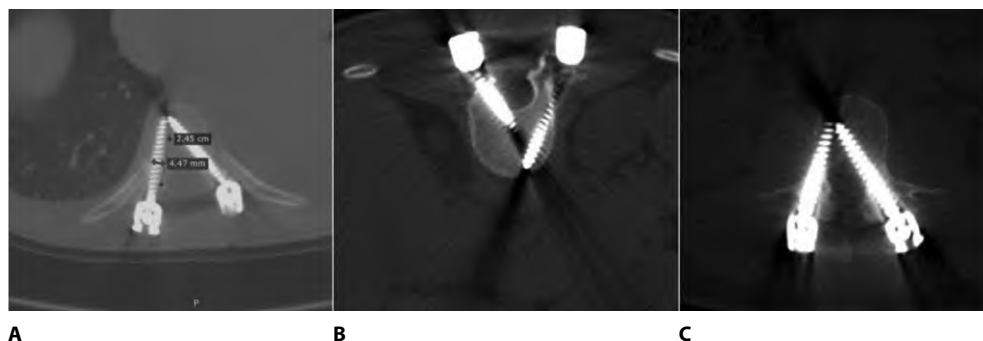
Компьютерные томограммы позвоночника с установленной транспедикулярной металлоконструкцией: А – левый винт, установленный с медиальным отклонением, частично проходящий в позвоночном канале; В – левый винт имеет медиальное отклонение с частичной перфорацией кортикального слоя позвоночного канала, правый винт с латеральным отклонением (6 мм); С – левый винт установлен с повреждением кортикального слоя позвоночного канала
